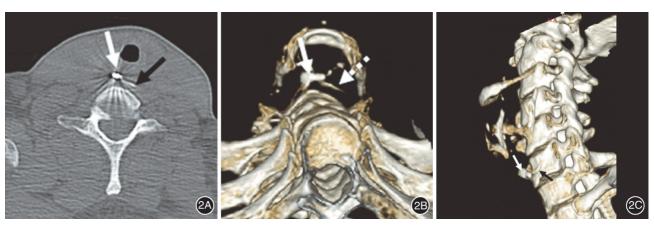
食管 CT 三维重建 2A:食管胸廓入口处(约颈 7 水平) 见止血夹(白色箭头所示) 及鱼刺(黑色箭头所示);2B:食管 CT 三维重建水平面:止血夹(白色箭头所示) 与鱼刺(虚线白色箭头所示);2C:食管 CT 三维重建矢状面:止血夹(白色箭头所示) 与鱼刺(黑色箭头所示)
